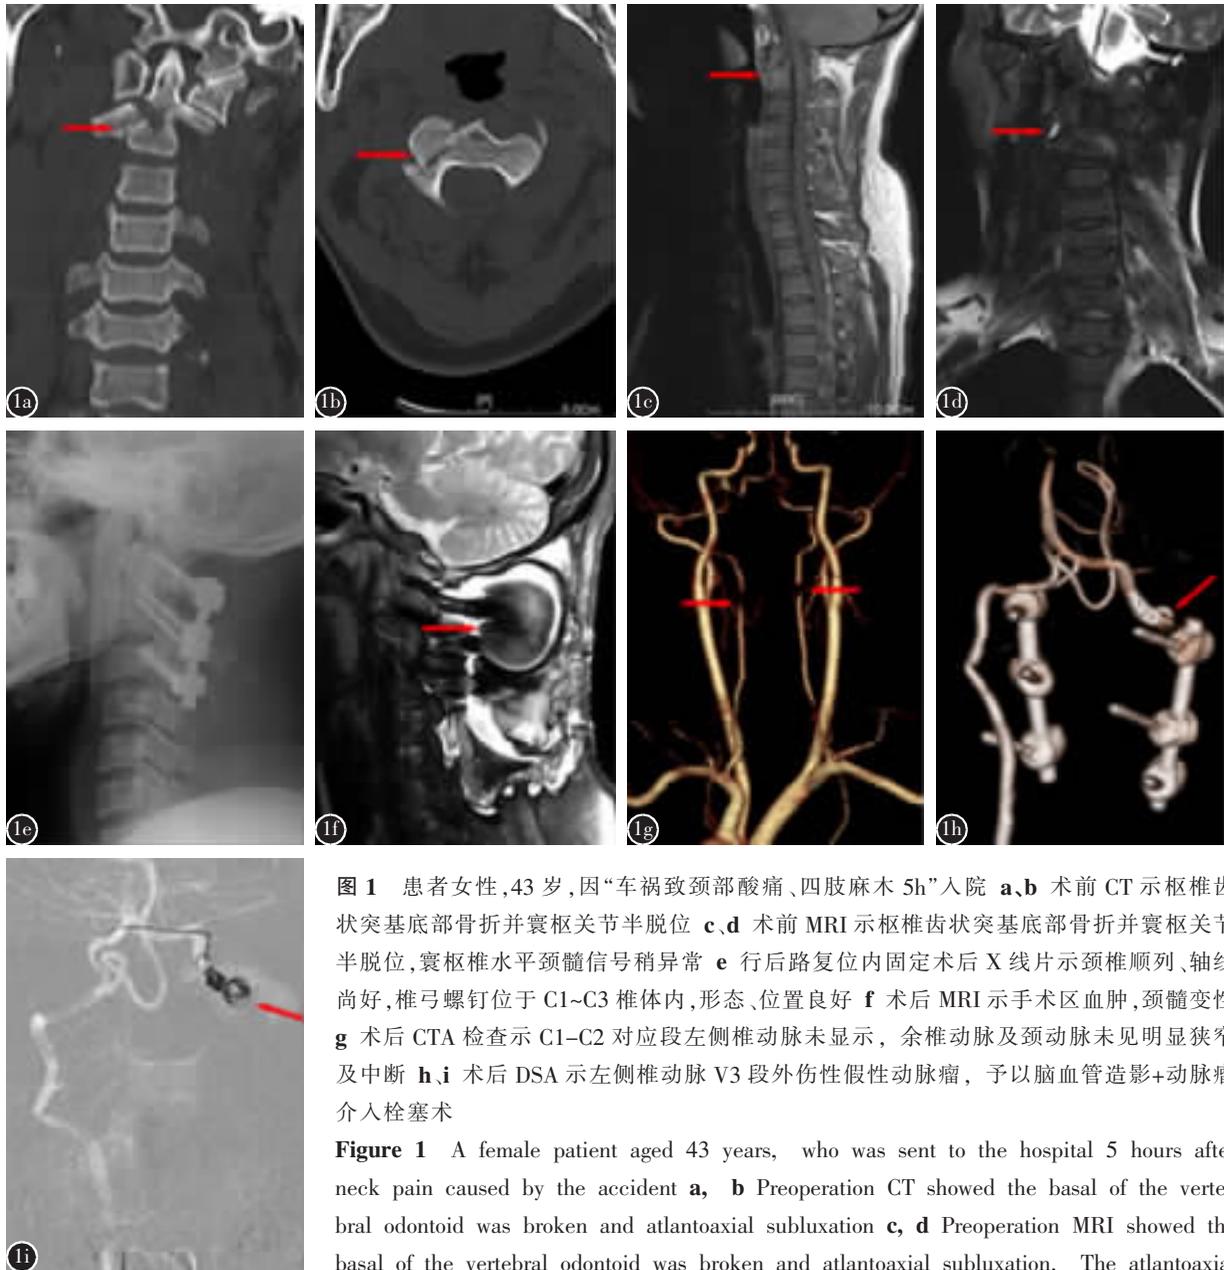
患者女性,43 岁,因“车祸致颈部酸痛、四肢麻木 5h”入院 a、b 术前 CT 示枢椎齿状突基部骨折并寰枢关节半脱位 c、d 术前 MRI 示枢椎齿状突基部骨折并寰枢关节半脱位,寰枢椎水平颈髓信号稍异常 e 行后路复位内固定术后 X 线片示颈椎顺列、轴线尚好,椎弓螺钉位于 C1~C3 椎体内,形态、位置良好 f 术后 MRI 示手术区血肿,颈髓变性 g 术后 CTA 检查示 C1~C2 对应段左侧椎动脉未显示,余椎动脉及颈动脉未见明显狭窄及中断 h、i 术后 DSA 示左侧椎动脉 V3 段外伤性假性动脉瘤,予以脑血管造影+动脉瘤介入栓塞术
